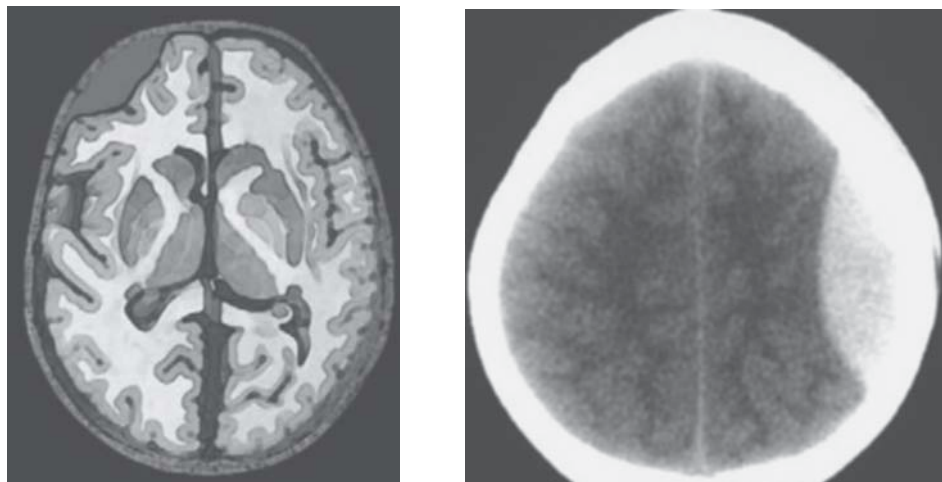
Hematoma epidural agudo. La colección se localiza entre la duramadre y el cráneo y típicamente tiene esta forma biconvexa. Nótese que en la tomografía la colección es de densidad homogénea lo que implica que el vaso sangrante ya no es activo.
